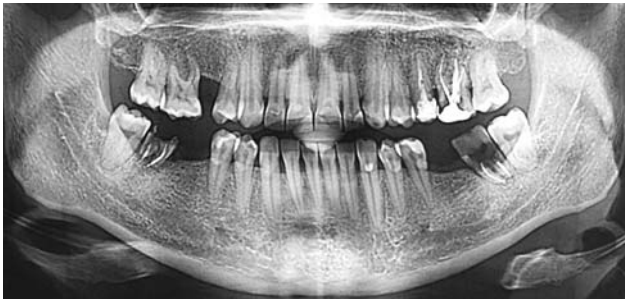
Cone-ray computer tomography of the maxillofacial region.
